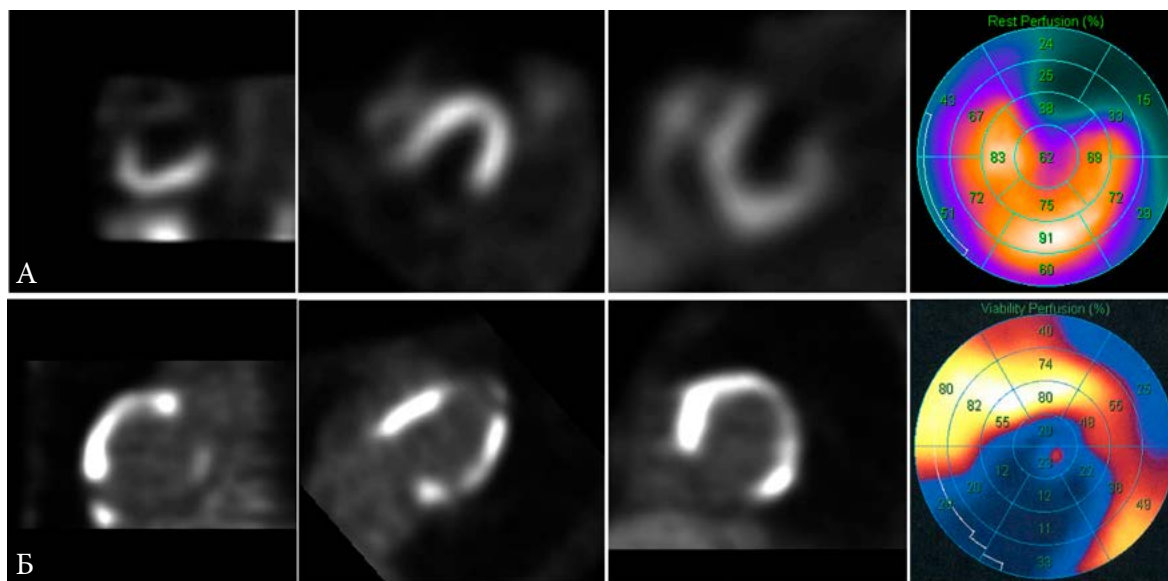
Сопоставление данных перфузионной ОЭКТ с  $^{99m}\text{Tc}$ -МИБИ (А) и метаболической ПЭТ с  $^{18}\text{F}$ -ФДГ (Б) миокарда у пациента с саркоидозом и поражением сердца. В пределах ЛЖ отмечаются три зоны с различными стадиями течения воспалительного процесса согласно рис. 265. ПЭТ с  $^{18}\text{F}$ -ФДГ выполнена пациенту на фоне специальной подготовки (высокожировой диеты), что препятствует накоплению ФДГ в интактном миокарде. Таким образом, нижние, нижне-перегородочные, частично верхушечные сегменты ЛЖ соответствуют неповрежденному миокарду (нормальное накопление  $^{99m}\text{Tc}$ -МИБИ и отсутствие накопления  $^{18}\text{F}$ -ФДГ). Базальные сегменты передне-боковой стенки ЛЖ соответствуют необратимому повреждению миокарда (отсутствие накопления  $^{99m}\text{Tc}$ -МИБИ и  $^{18}\text{F}$ -ФДГ). Между ними визуализируется широкая демаркационная зона (с интенсивным накоплением  $^{18}\text{F}$ -ФДГ и снижением накопления  $^{99m}\text{Tc}$ -МИБИ), соответствующая активному воспалению. При отсутствии эффекта от противовоспалительной терапии именно за счет этих участков миокарда будет происходить расширение зоны фиброза с дальнейшим снижением сократительной функции ЛЖ.
